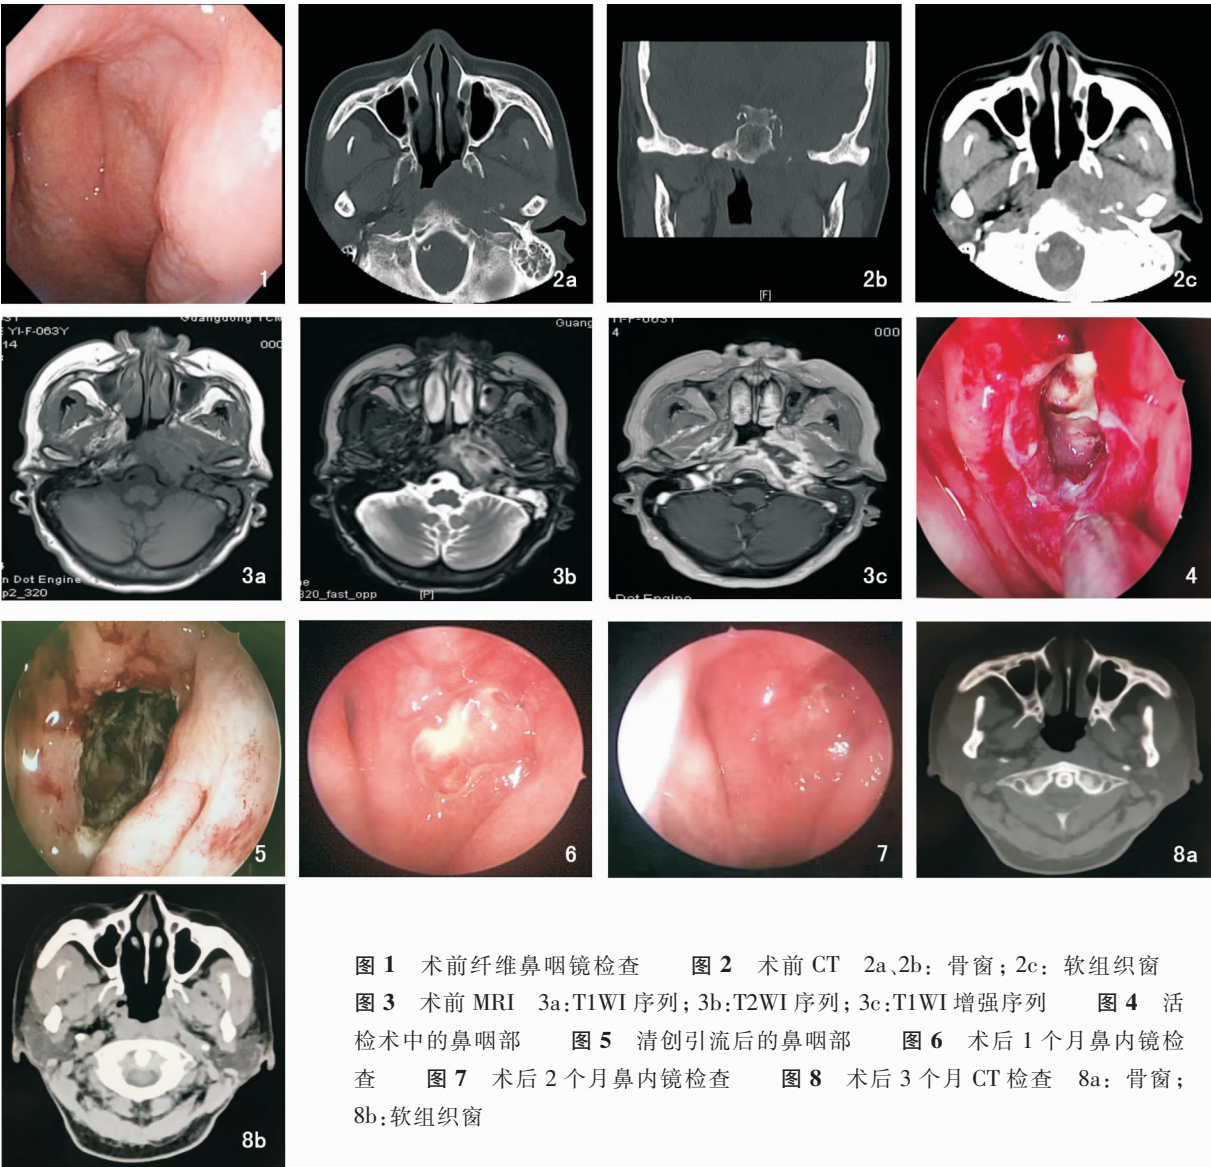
术前纤维鼻咽镜检查 图 2 术前 CT 2a、2b: 骨窗; 2c: 软组织窗
